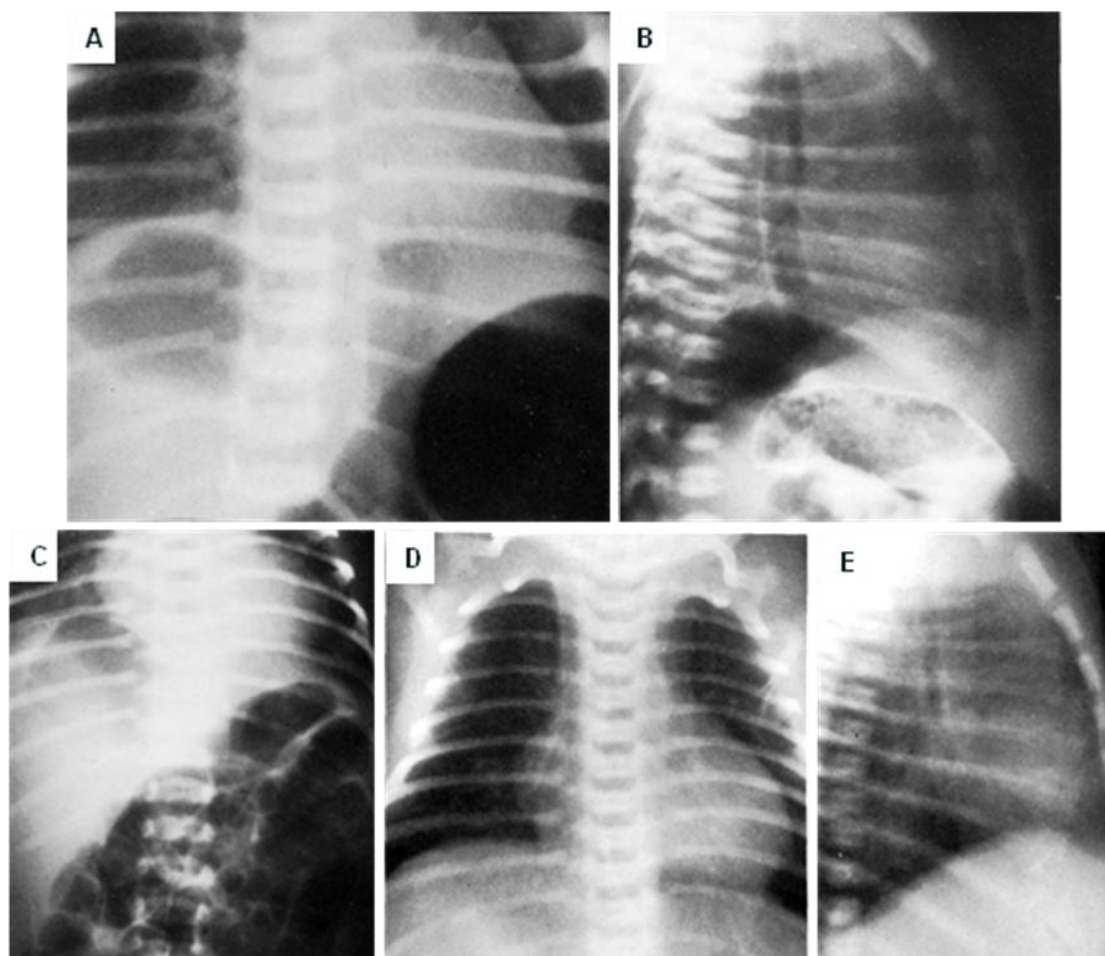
57. Serie de radiografías de un mismo paciente con neumomediastino. A. Radiografía frontal de tórax, se observa una gran burbuja de aire por debajo del hemidiafragma derecho. B. Proyección lateral de tórax, la línea de la pleura delimita la burbuja de aire por debajo del diafragma en su porción superior. C. Radiografía frontal de tórax, el tracto digestivo distendido por gas se ve separado del aire extrapleural por debajo del hemidiafragma derecho. D y E. Radiografías frontal y lateral del tórax obtenidas varios días después, hay regresión del neumomediastino.
